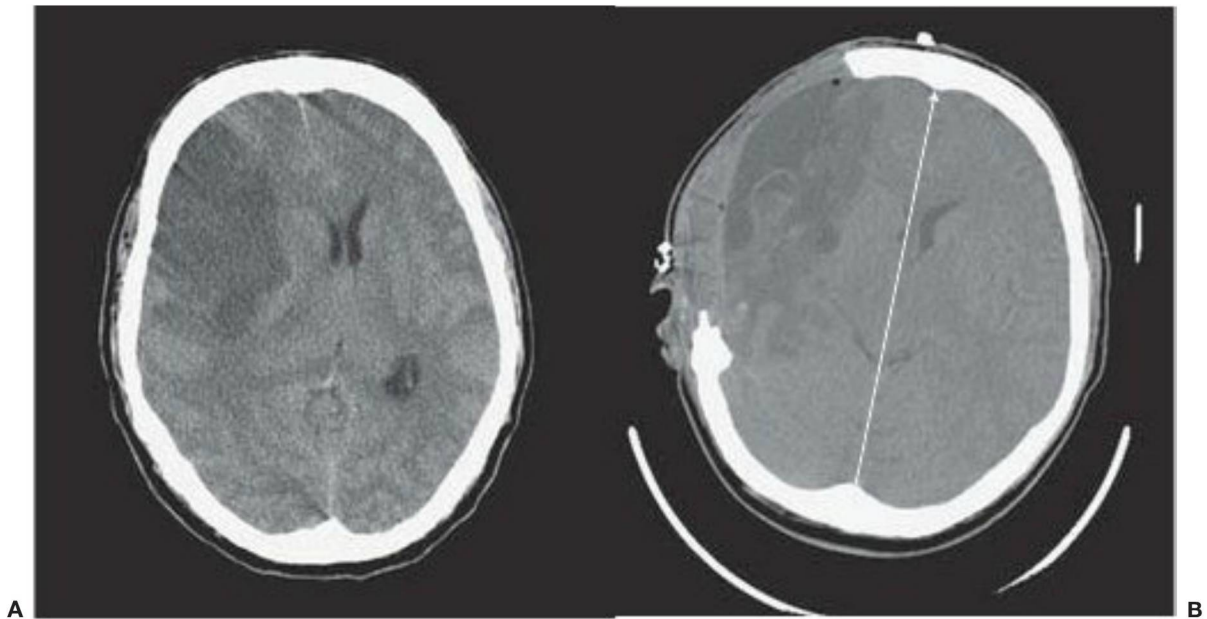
24 Hombre de 50 años, con oclusión de la arteria carótida interna, que tuvo una disartria de inicio agudo, preferencia de mirada a la derecha, parálisis facial izquierda, hemiplejía izquierda y hemianestesia izquierda. Tuvo un descenso del nivel de consciencia antes del ingreso, y fue intervenido 48 horas después del AVC con una gran craneotomía fronto-temporo-parieto-occipital con lobectomía y durtomía frontal y temporal. A, Tomografía computarizada que muestra un infarto frontal derecho con hernia subfalcial. B, La TC realizada 5 días después de la cirugía muestra tumefacción externa del cerebro, con resolución del desplazamiento de la línea media de derecha a izquierda.
